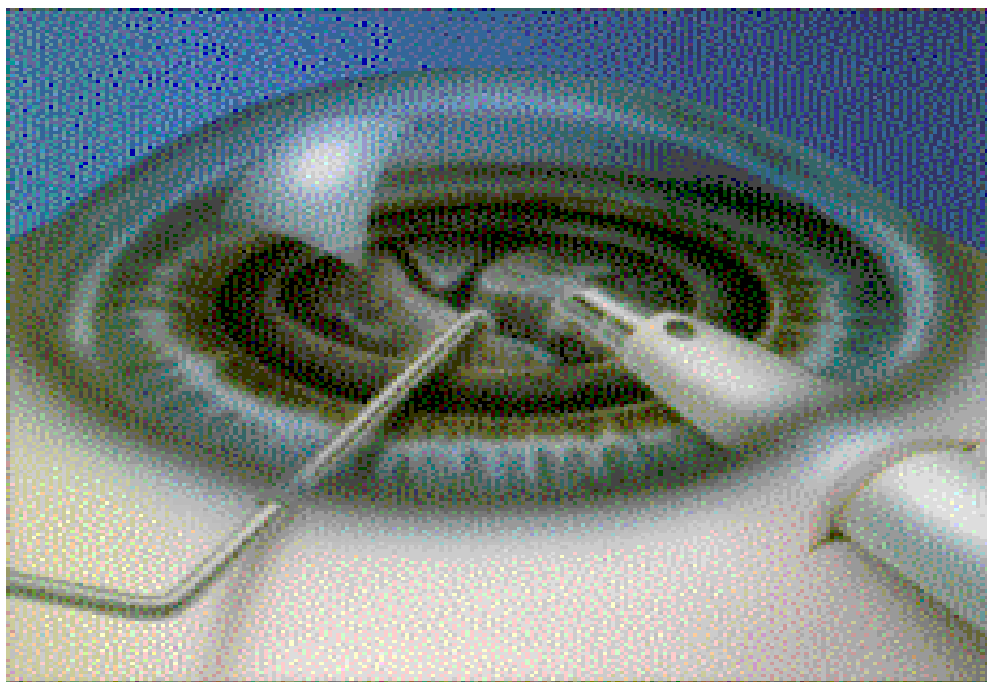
Emulsification par Ultrasons et aspiration du cristallin
